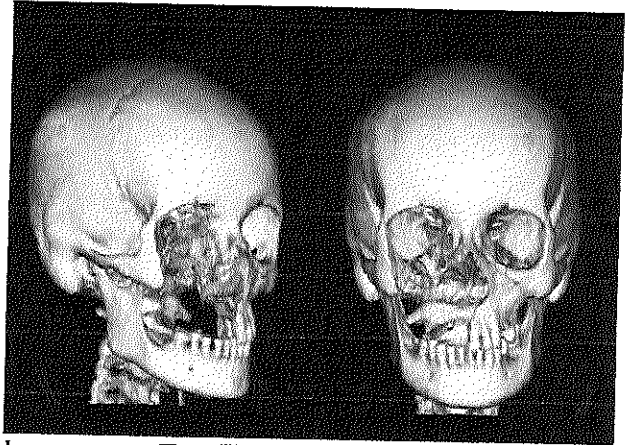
Tomografía 3D, se evidencia la zona quirúrgica, de hemimaxilectomía y retiro de piso de órbita.
